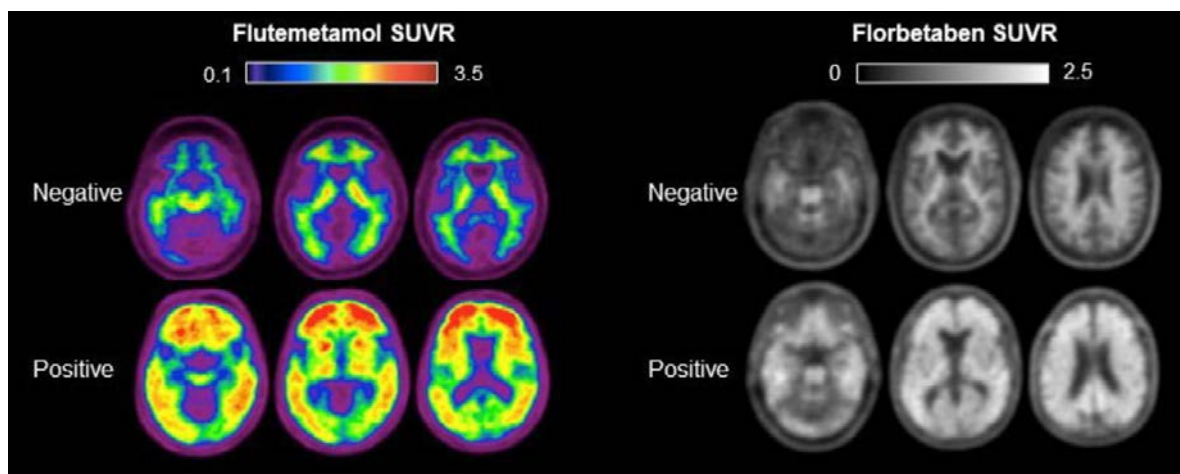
아밀로이드 PET/CT 양성과 음성 사례
